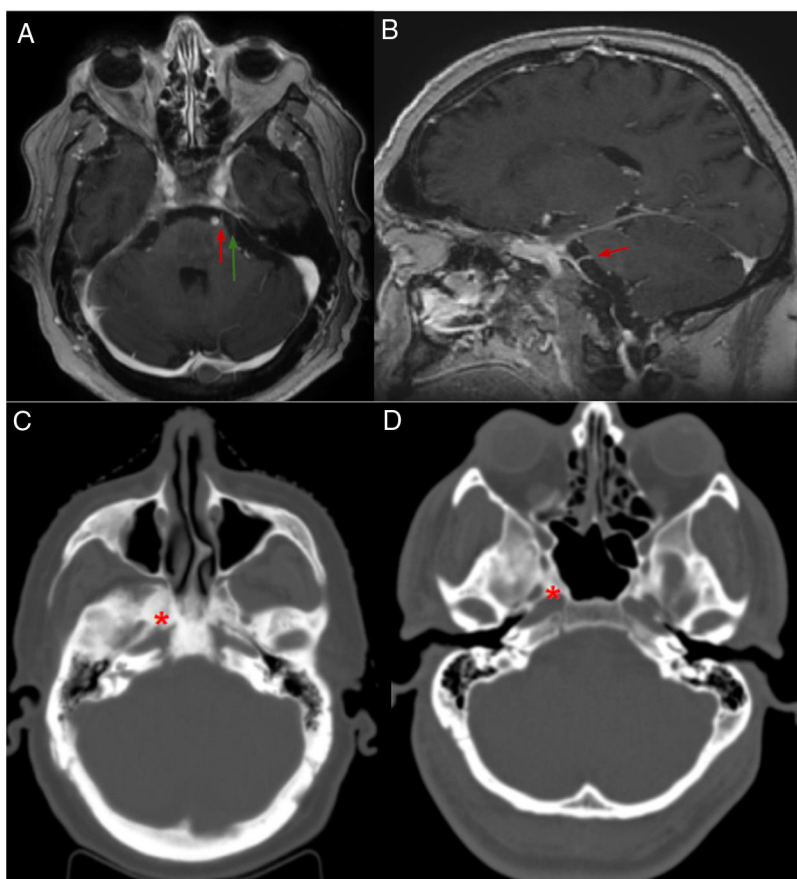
A y B) Resonancia magnética cerebral. Secuencia T1 con contraste: A) corte axial, B) corte sagital. Flecha roja: nervio abducens izquierdo, emergiendo desde la cisterna prepontina, hipercaptante probablemente por afectación en el conducto de Dorello. Flecha verde: nervio trigémino, sin captación de contraste. C y D) TC craneal con ventana hueso. Corte axial: C) se observa aumento difuso de la densidad ósea a nivel del clivus y esfenoides (asterisco rojo) sugestivo de infiltración ósea metastásica, D) imagen de paciente control, sin aumento de la densidad ósea en base de cráneo.
